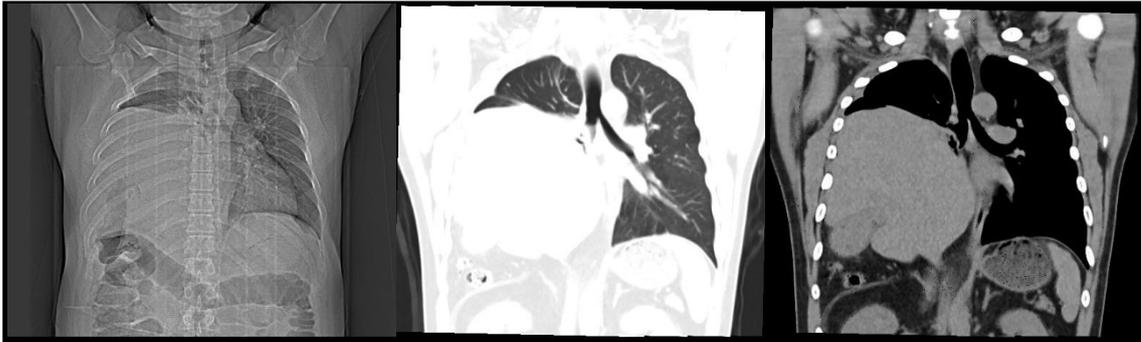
Tomografia de tórax externa realizada em 09/09/2021 demonstrando hérnia diafragmática direita volumosa.
